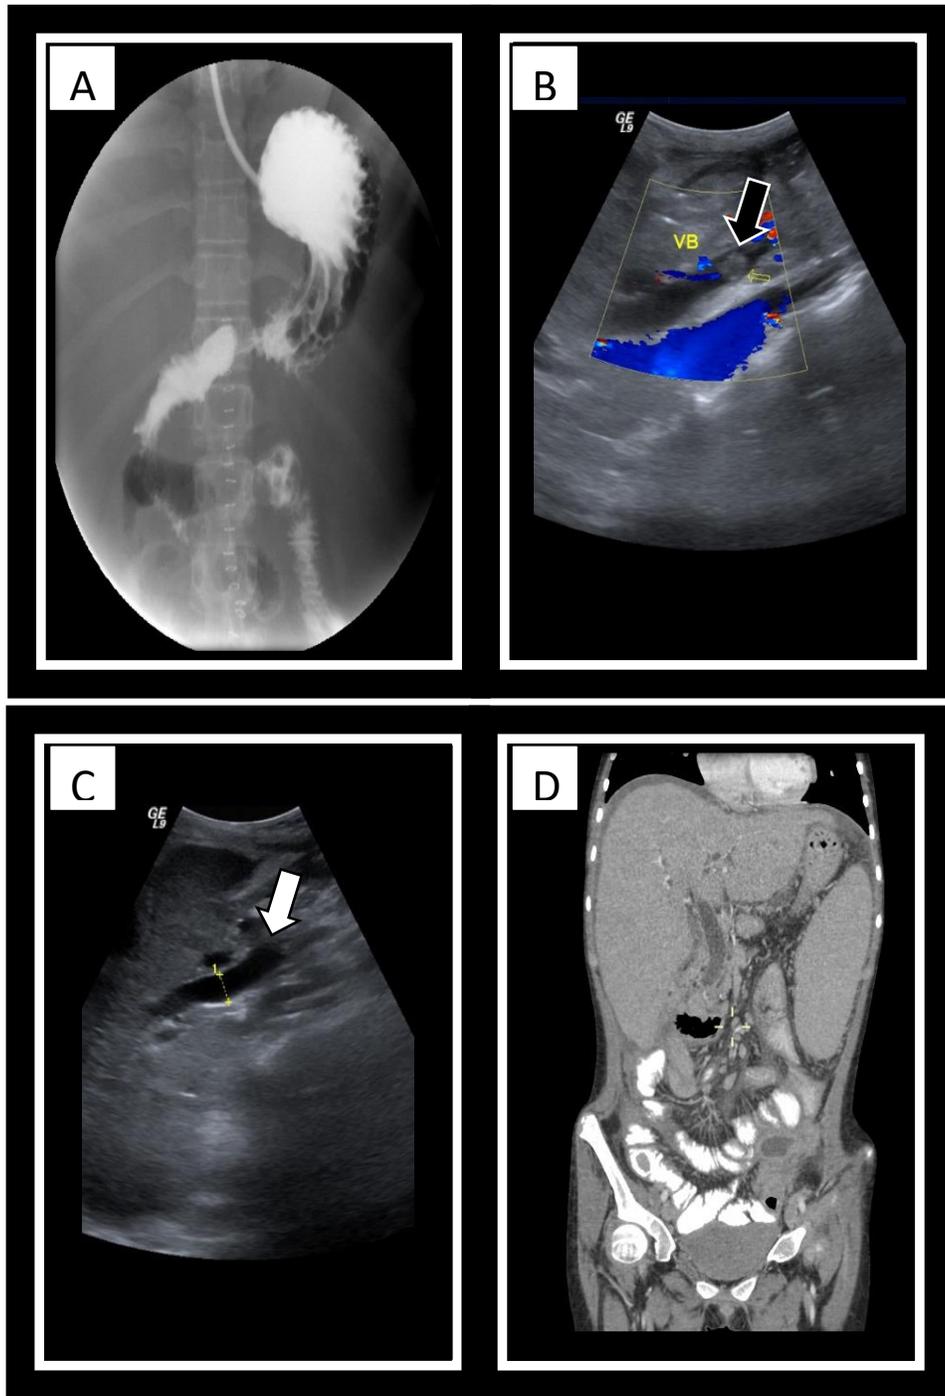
A: Serie esofagogastroduodenal y tránsito intestinal en el que se encuentran defectos de llenado en estómago, duodeno y yeyuno compatibles con pólipos; B y C: Estudio ultrasonográfico en el que se documenta aumento de la ecogenicidad en el interior de la vesícula biliar compatible con pólipo en su interior (flecha negra), y dilatación del conducto colédoco (flecha blanca); D: Tomografía axial computarizada (TAC) en la que se encuentra dilatación del conducto colédoco, hepatomegalia y esplenomegalia.
